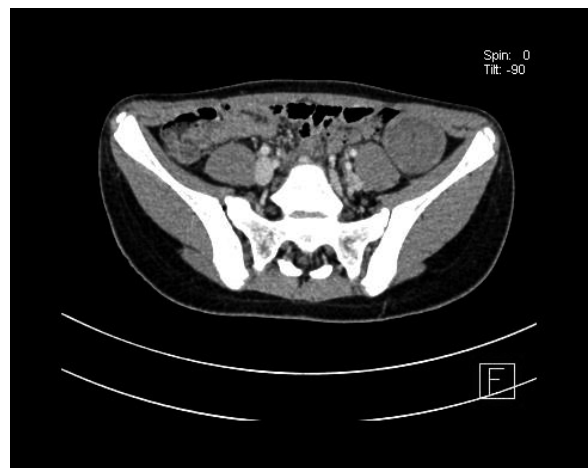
Contrast — enhanced axial CT scan showing a presence of a large mass originating from transverse colon wall
